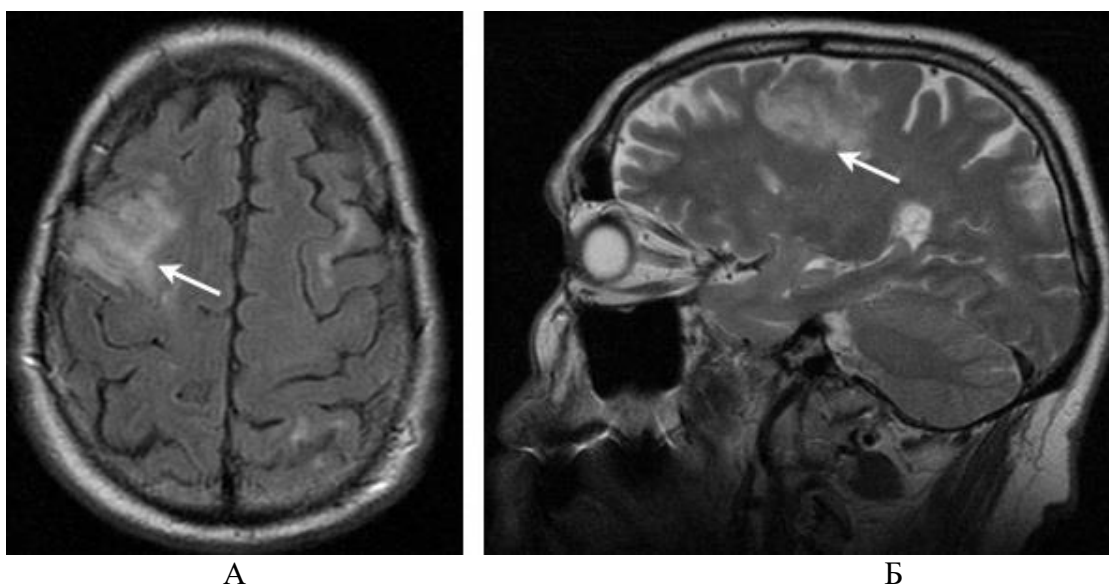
Результаты МРТ головного мозга (режим FLAIR) в аксиальной (А) и саггитальной (Б) плоскостях у пациента В. с АТИ в бассейне правой СМА (стрелкой указан очаг инсульта, № а/к 431/10)
